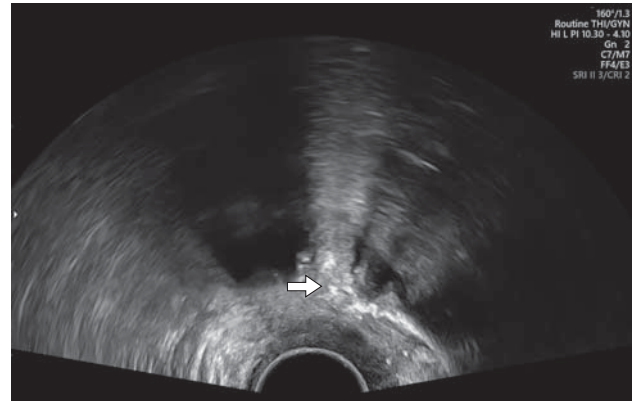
Трансвагинальное УЗИ малого таза. Область лобкового симфиза после операции (стрелка), контуры суставной поверхности неровные, нечеткие, с краевыми остеофитами, объемные образования не визуализируются.
